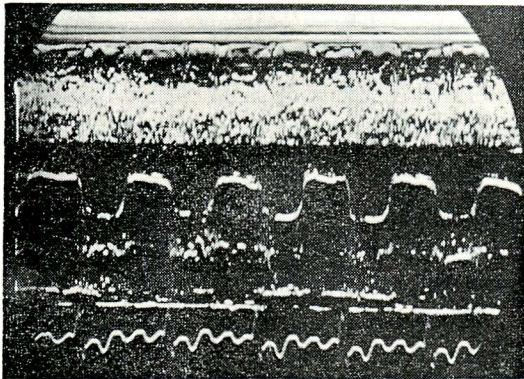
Echocardiogram in case 2 showing reduced diastolic descent rate of the anterior mitral cusp. The presence of tight mitral stenosis was suspected.
